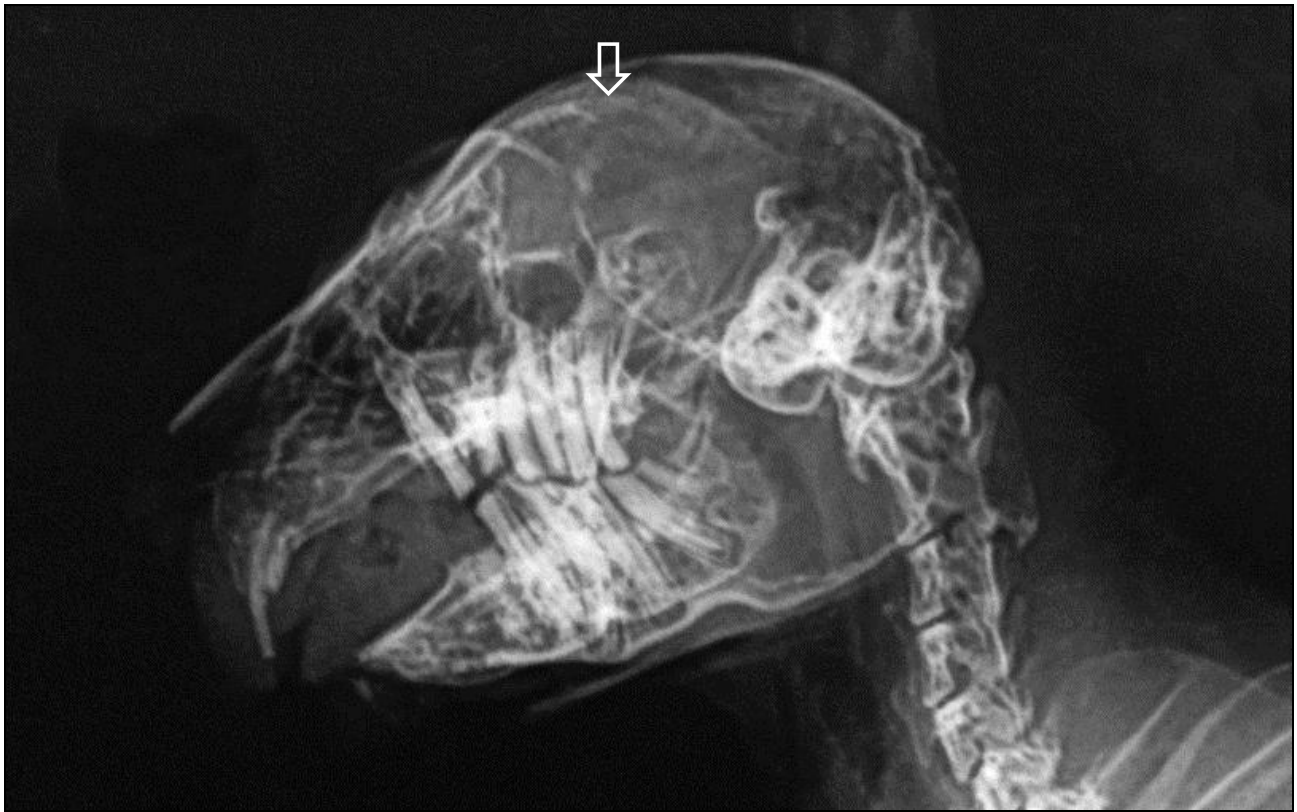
Radiographies en incidence latérale et dorso-ventrale du crâne d'un mini bélier mâle souffrant d'hydrocéphalie et de crises épileptiques depuis sa naissance.
